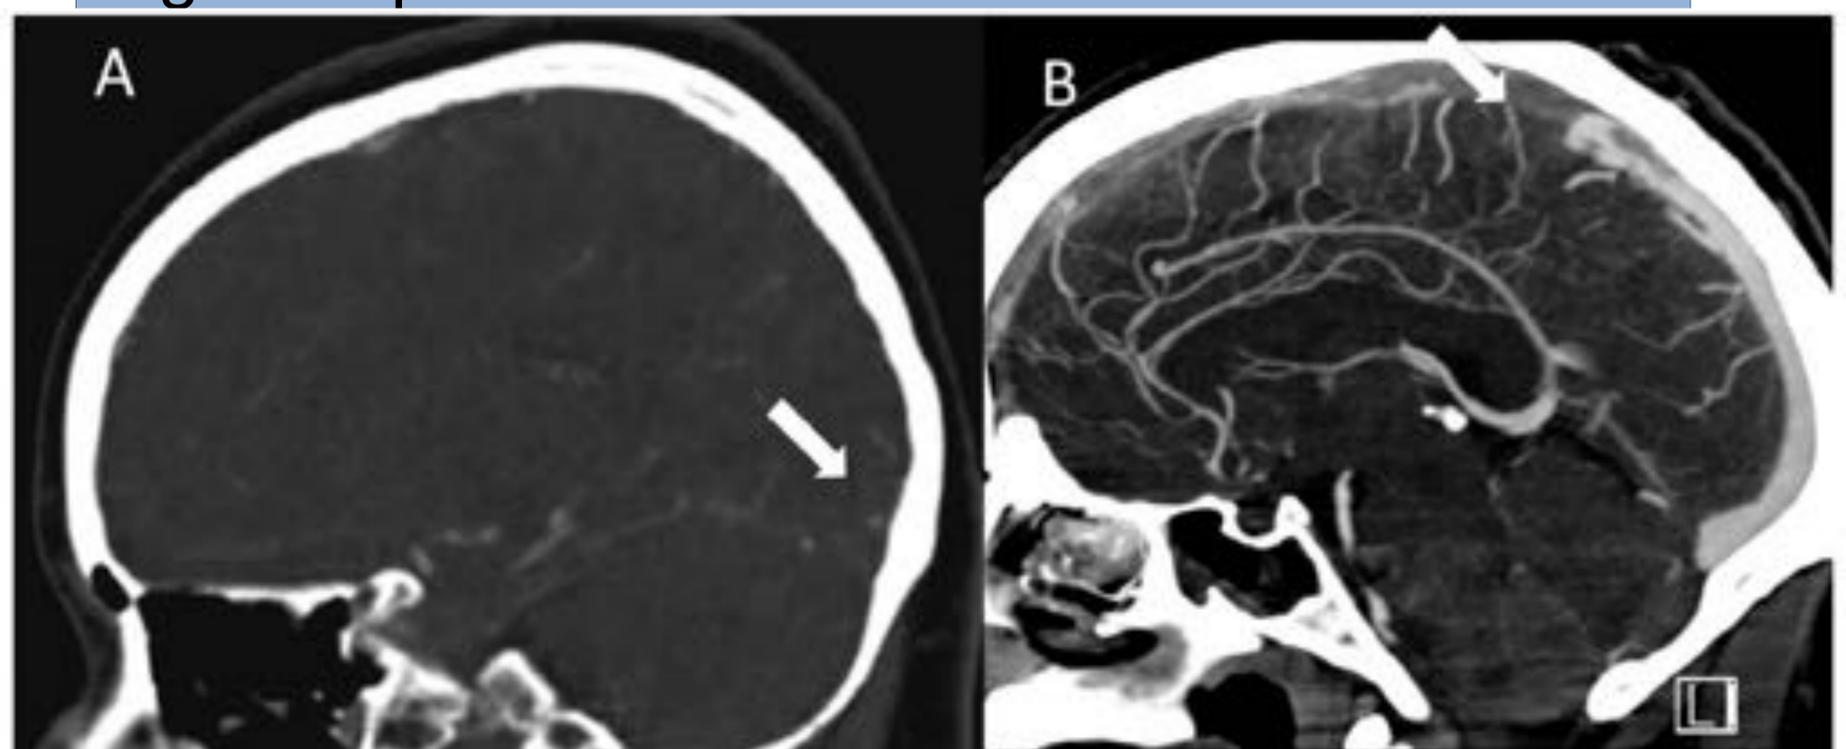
Venografía-TC donde se identifica trombosis del seno transversal derecho (A) y del seno sagital superior (B) en dos pacientes.
